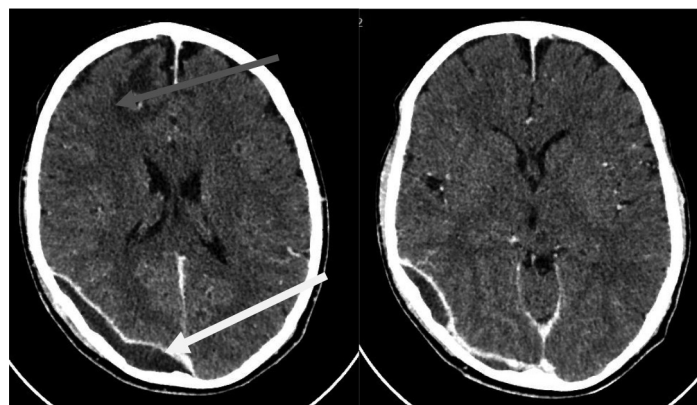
МРТ ГМ при поступлении пациента в клинику (множественные абсцессы, скопление жидкости вдоль наружной поверхности правого сосцевидного отростка)
